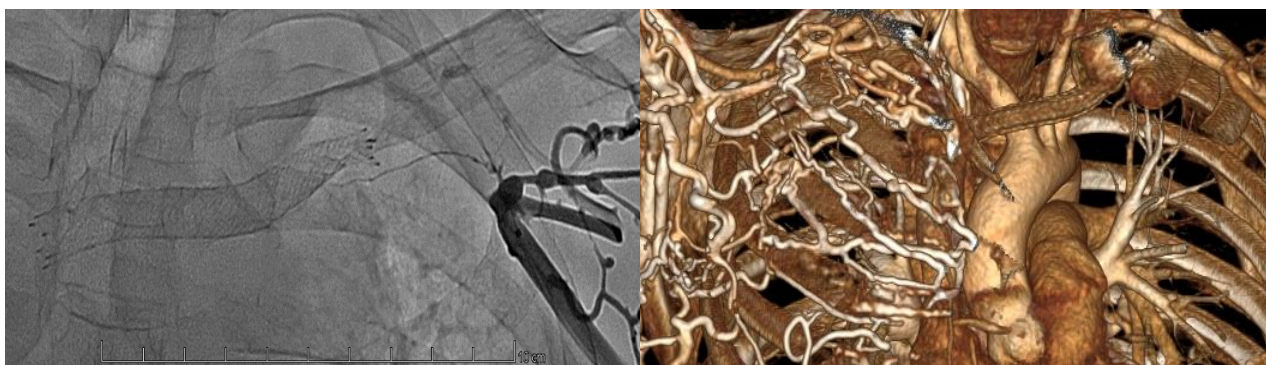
Слева: ангиографический снимок пациента с окклюзией подключичной вены и стента в плечеголовной вене. Справа: КТ-ангиографический снимок того же пациента, дополнительно выявлена окклюзия подключичной вены справа
